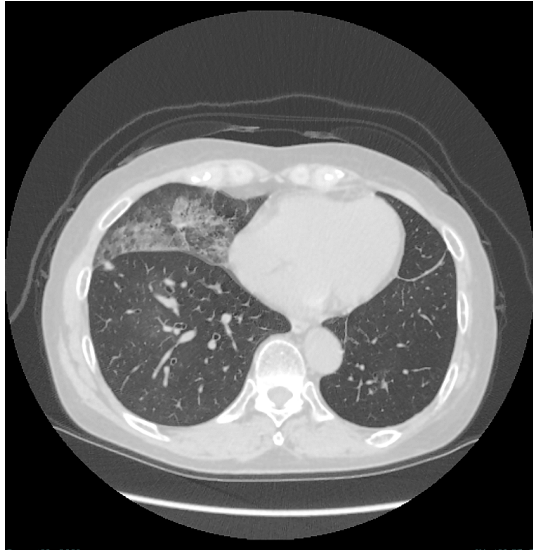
CT one year after osimertinib initiation revealed a ground-glass shadow localized in the right middle lobe.
